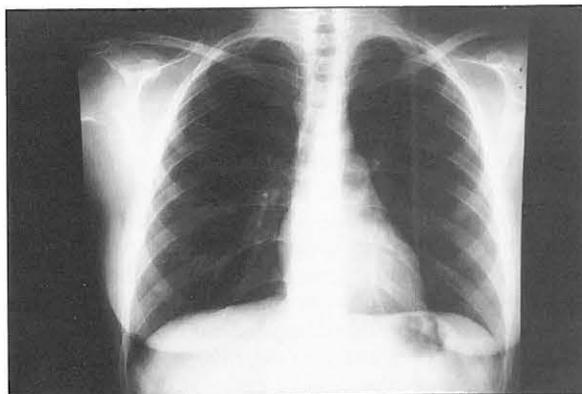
Radiografía de control en que ha desaparecido la elevación del hemidiafragma izquierdo.
